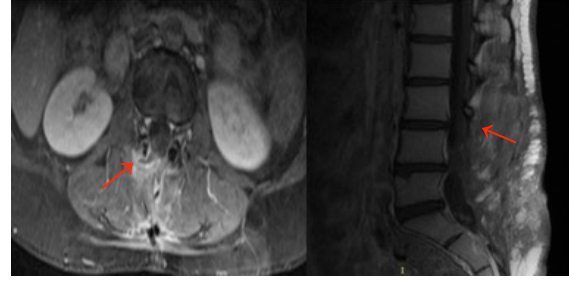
MRG T2 W Sagittal ve aksiyel kesitler.
